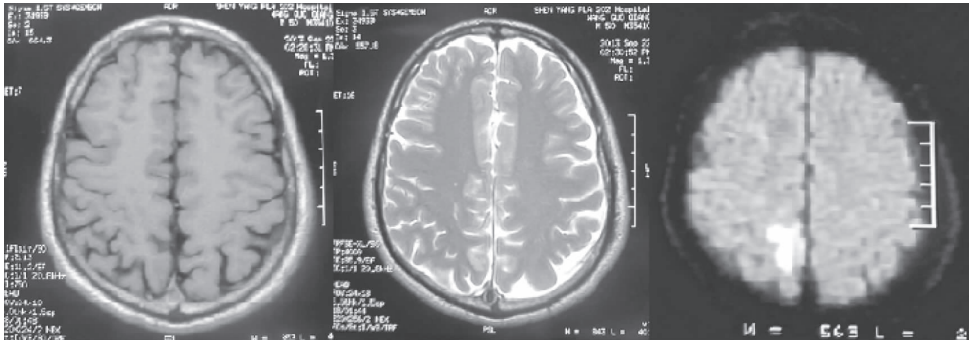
头颅 MRI + DWI 示右侧额顶叶、左侧额叶见多发斑点状长 T_1 长 T_2 信号灶, DWI 呈高信号
